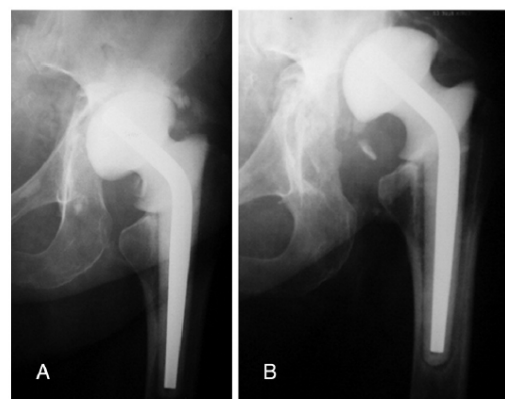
(A) The radiograph shows the location of the spacer on initial radiograph. (B) Twenty five months later the acetabular roof was eroded and the spacer was subluxated.
